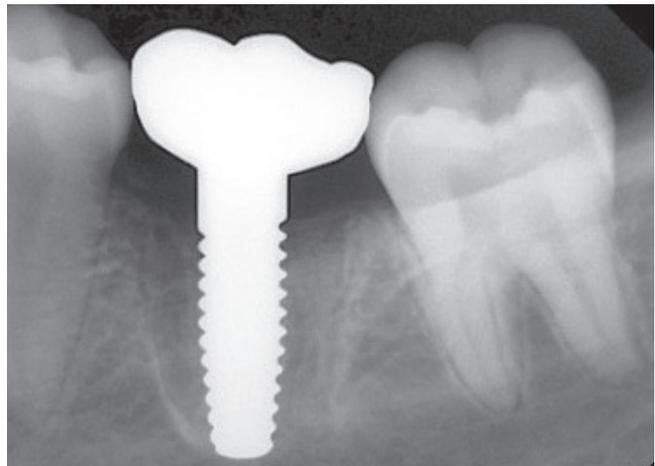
Röntgenbild mit endgültiger Restauration.
